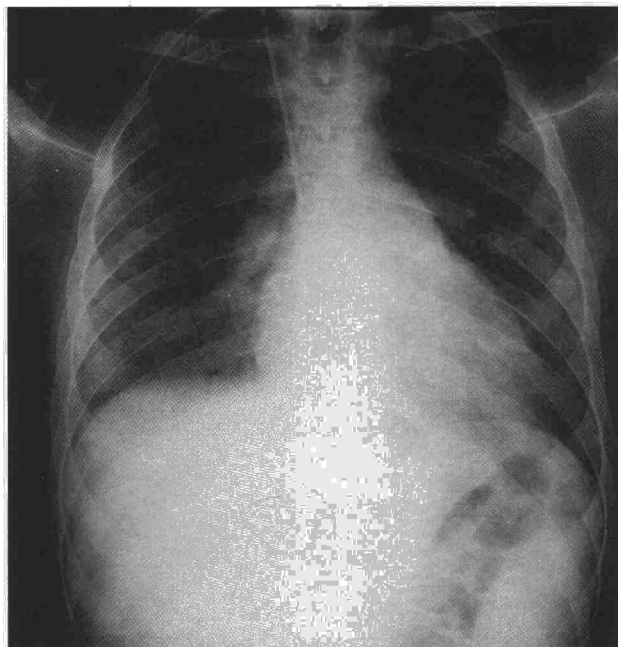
Radiografía simple posteroanterior de tórax. Infiltrados pulmonares bilaterales y neumatoceles de gran tamaño en lóbulo superior izquierdo.
